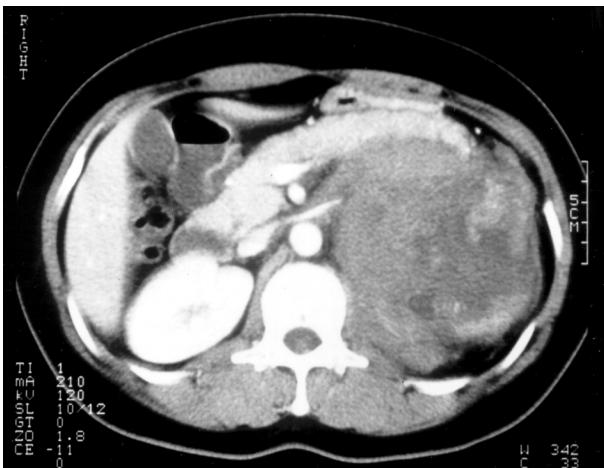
CT scan shows 12×10 cm sized huge mass in the left suprarenal area. The mass shows heterogenous low attenuation and intermediate density solid portion is noted in the periphery. Pancreatic body and tail is anteriorly displaced by the mass.
